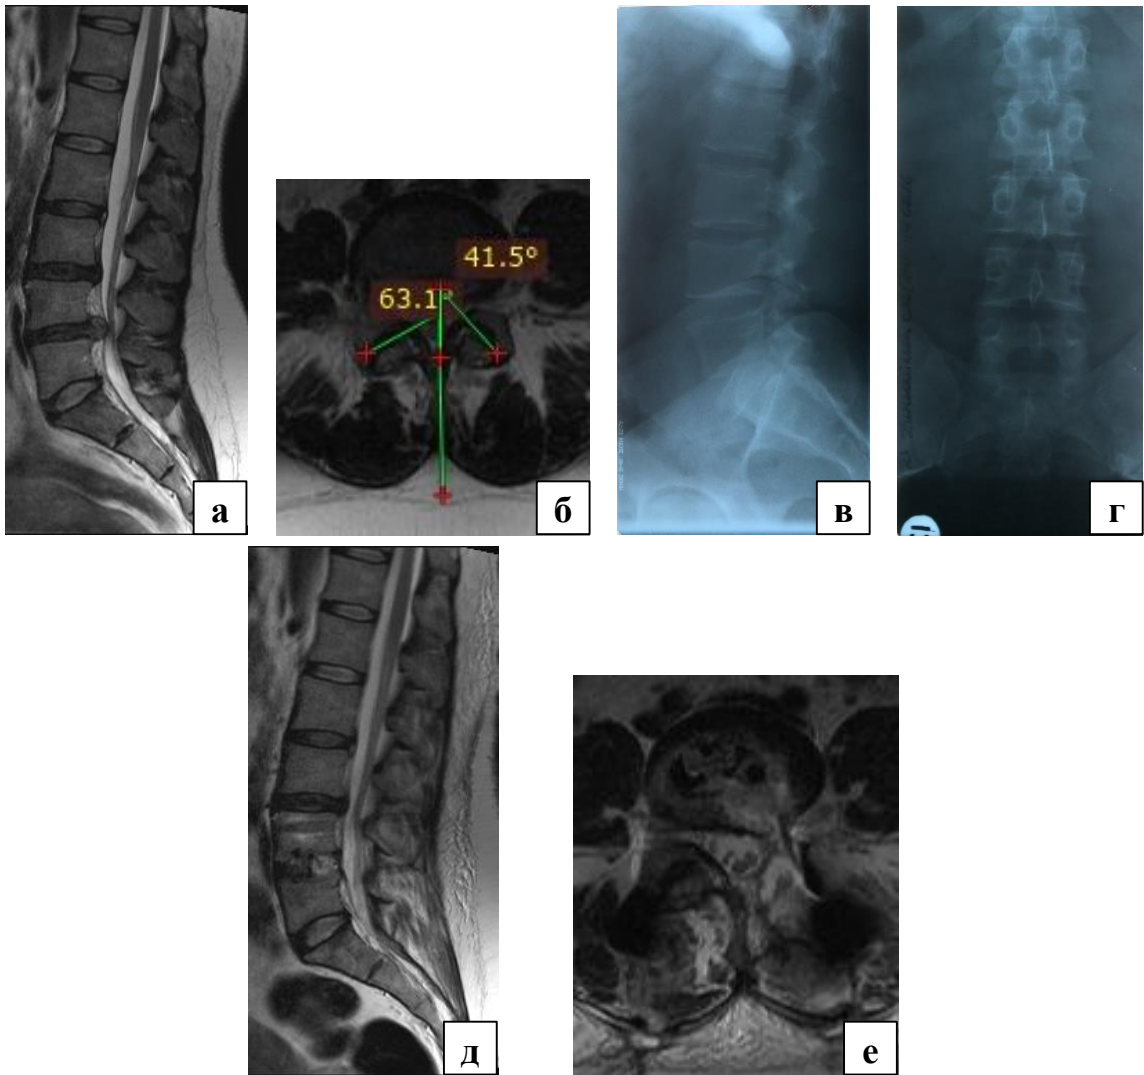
Пациент Г., 42 года; дегенеративное заболевание поясничного отдела позвоночника на уровне  $L_{IV}$ – $L_V$ : а – сагиттальная МРТ-грамма поясничного отдела позвоночника: грыжа МПД  $L_{IV}$ – $L_V$ ; б – аксиальная МРТ-грамма поясничного отдела позвоночника: фасеточный угол более  $60^\circ$ , верифицирован тропизм; в – поясничная спондилограмма в сагиттальной проекции до операции ( $PI$   $49^\circ$ ,  $PT$   $14^\circ$ ,  $SS$   $41^\circ$ ,  $L_I$ – $S_I$   $LL$   $54^\circ$ ); г – поясничная спондилограмма во фронтальной проекции до операции; д – сагиттальная МРТ-грамма поясничного отдела позвоночника: состояние после дискэктомии МПД  $L_{IV}$ – $L_V$ , межтелового трансфораминального спондилодеза, транспедикулярной стабилизации; е – аксиальная МРТ-грамма поясничного отдела позвоночника: состояние после дискэктомии МПД  $L_{IV}$ – $L_V$ , межтелового трансфораминального спондилодеза, транспедикулярной стабилизации
